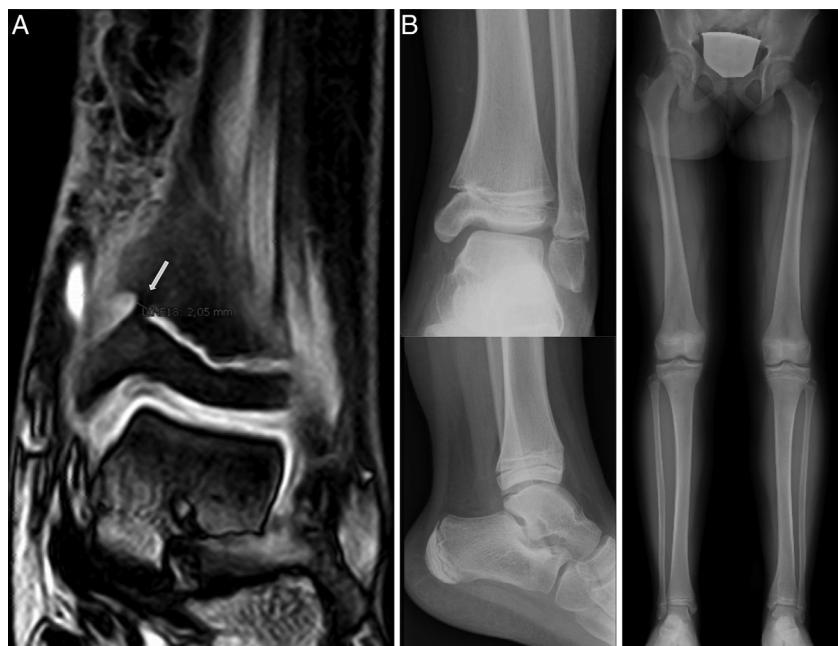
Caso 3: tras la resección quirúrgica se observa mediante RMN (A) una resección incompleta, quedando un puente óseo anteromedial remanente de 2 mm (flecha). Por ello, se realiza nueva intervención asistida por artroscopia. La radiografía de control tras 4 años muestra mínima angulación en varo sin discrepancia de longitud.
